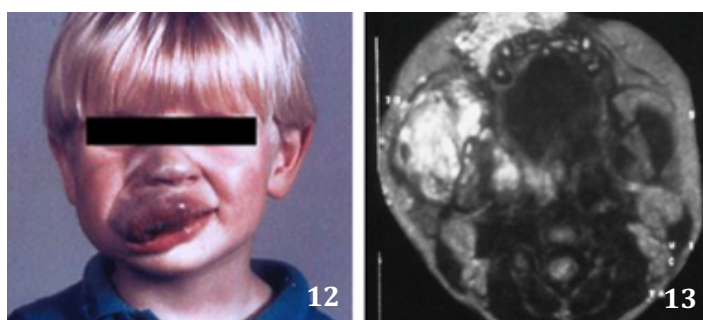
Malformación venosa en labio superior. Fig. 13. Correlación radiológica a través de angiotomografía.
